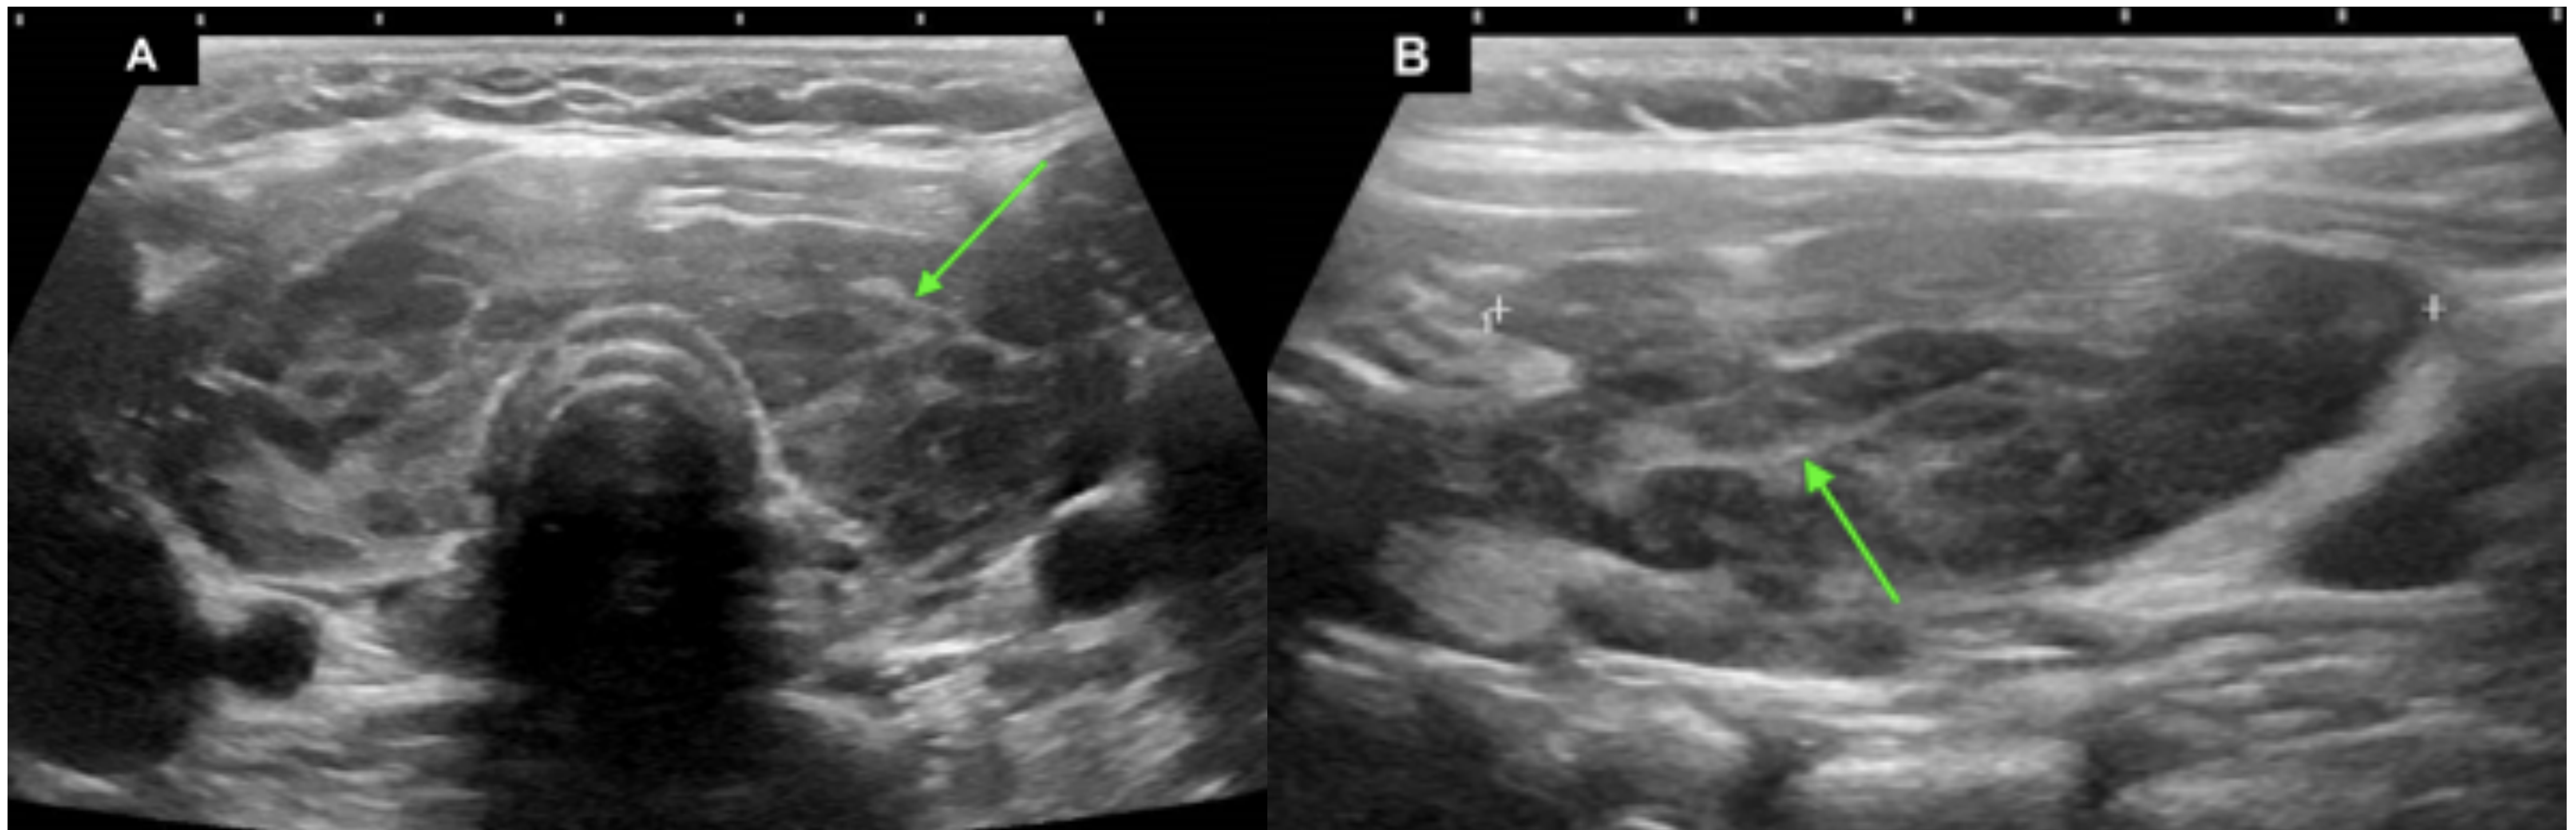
Tiroiditis de Hashimoto. Patrón fibroso. Ecografía de tiroides modo b en plano axial (A) y longitudinal (B). Tiroides de tamaño aumentado con ecogenicidad disminuida y ecoestructura heterogénea. Presenta múltiples tractos hiperecogénicos de fibrosis (flecha verde). Estos hallazgos son indicativos de tiroiditis de Hashimoto en paciente con clínica-analítica concordante.
